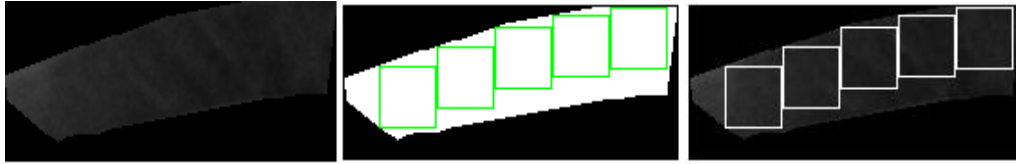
Intercostal region extracted from the X-ray (left), image after binarization and extraction of the white patches (middle), patches on the original intercostal region (right)
